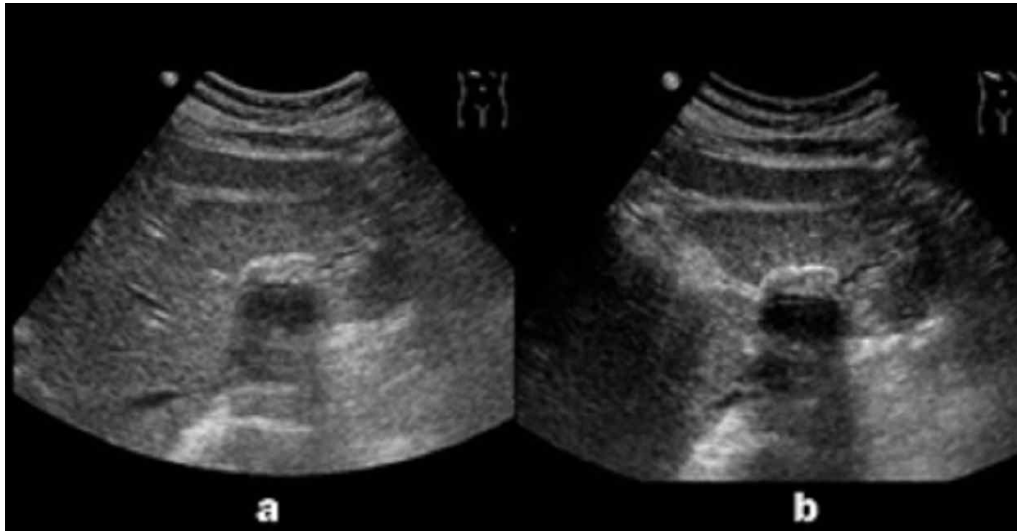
(a) 일반 초음파 영상 (b) 하모닉 영상기법 (심찬섭, 2009, 소화기연수강좌)
